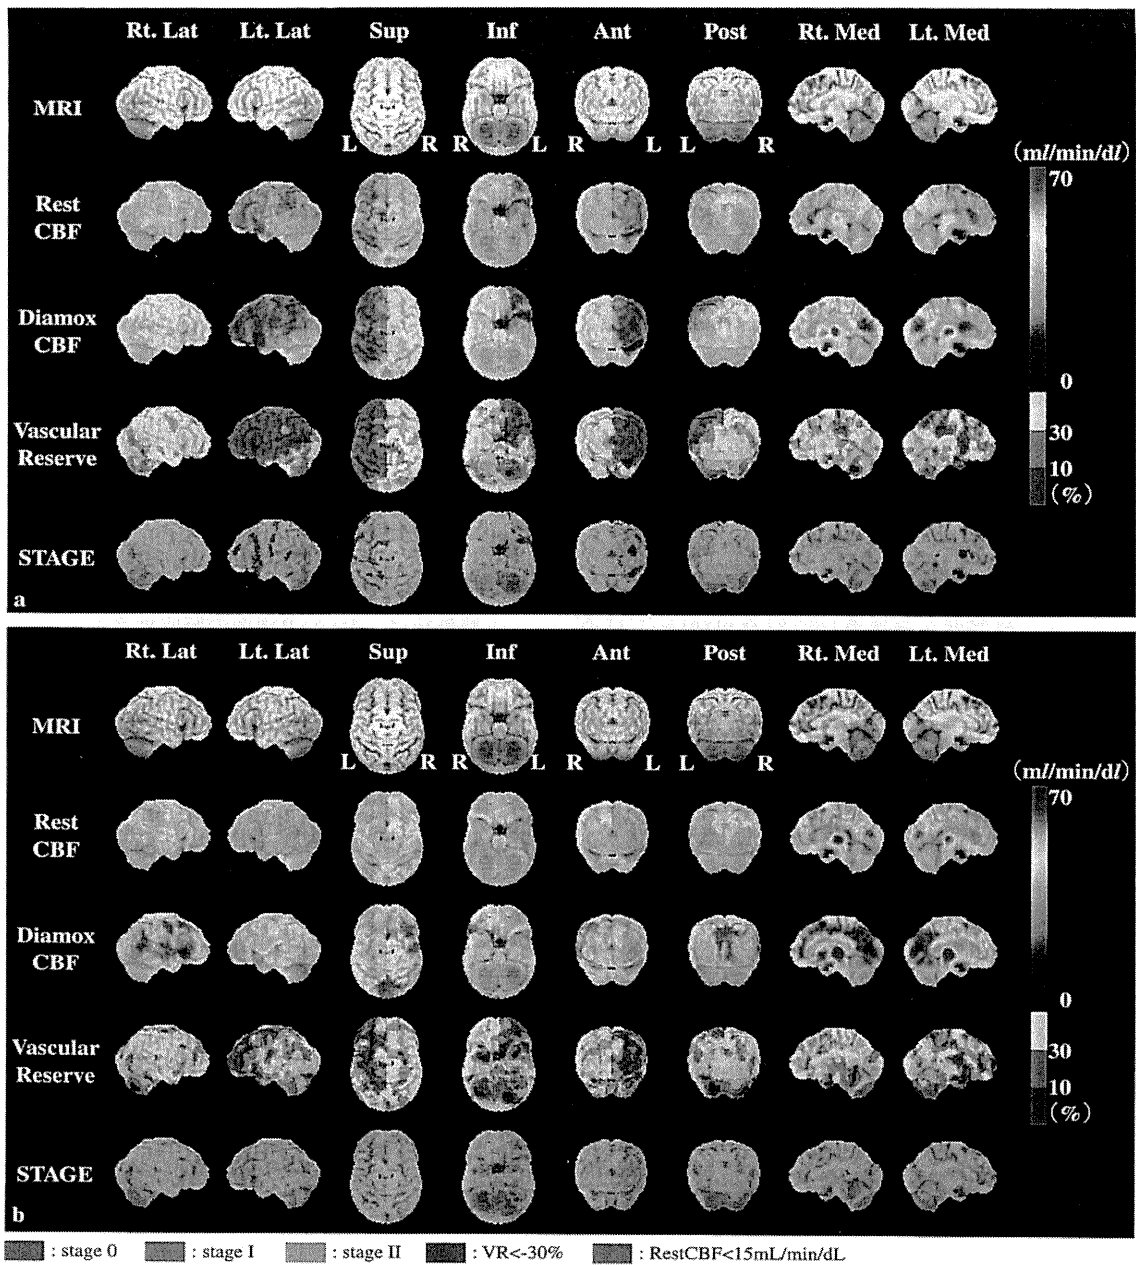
図5の症例での脳血流SPECTのSEE解析
